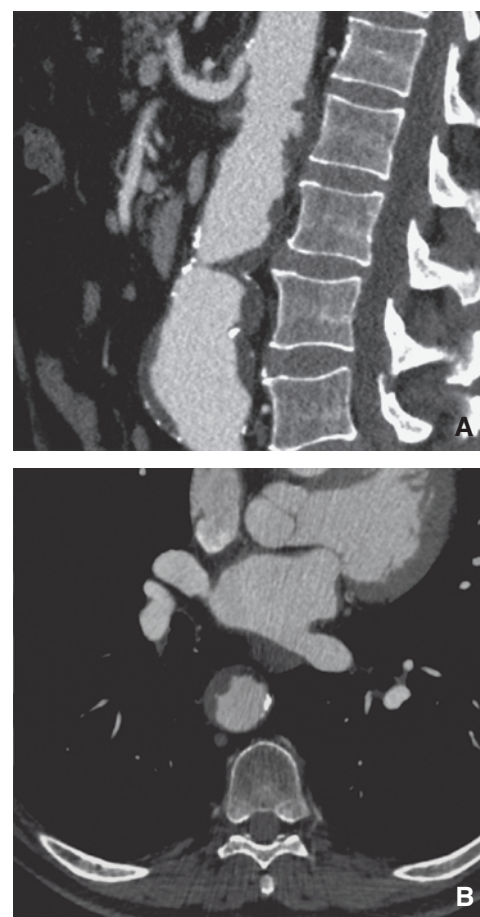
Angio-TC dell'aorta toracoaddominale che evidenzia una parete aortica tappezzata di trombi con un alto potenziale di embolia descritta come *shaggy aorta*.
